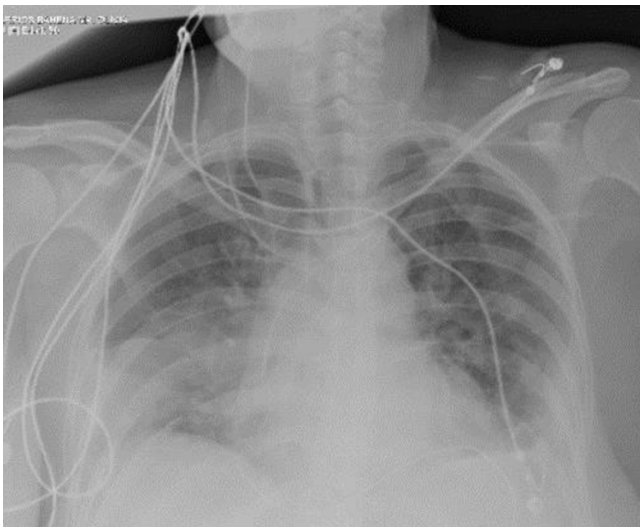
Radiografía de tórax donde se aprecia derrame pleural bilateral.
